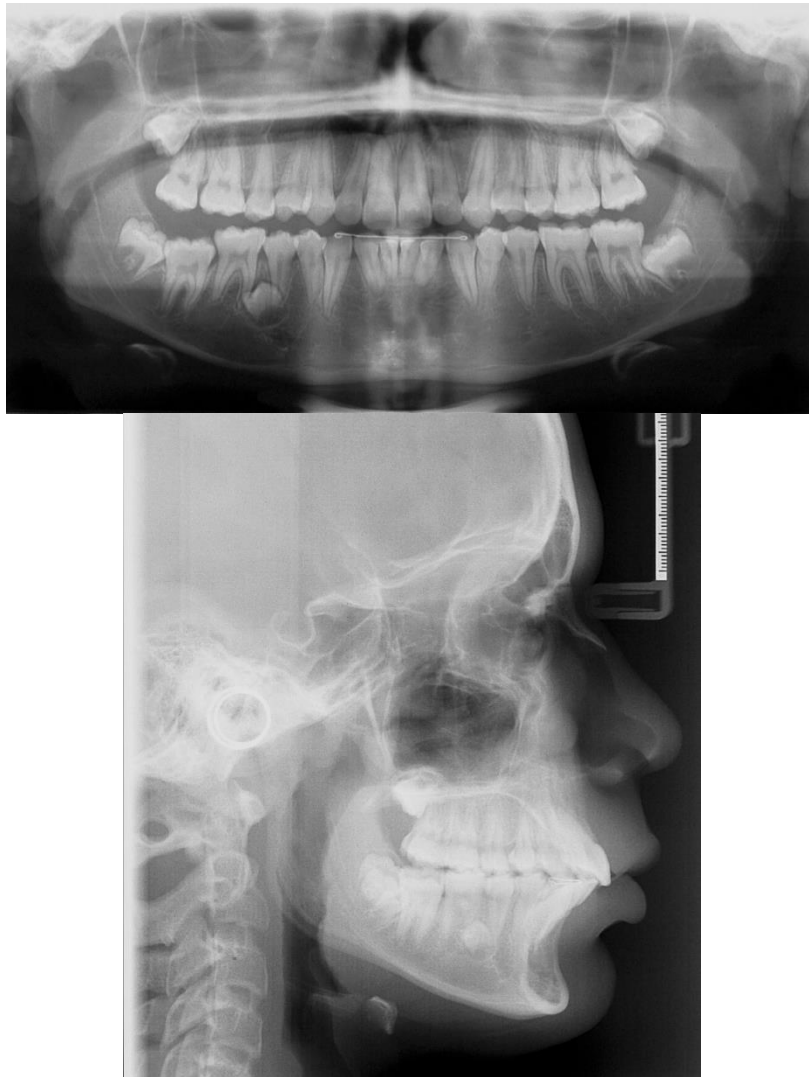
(A-B)– Radiografias ao final do tratamento corretivo.
